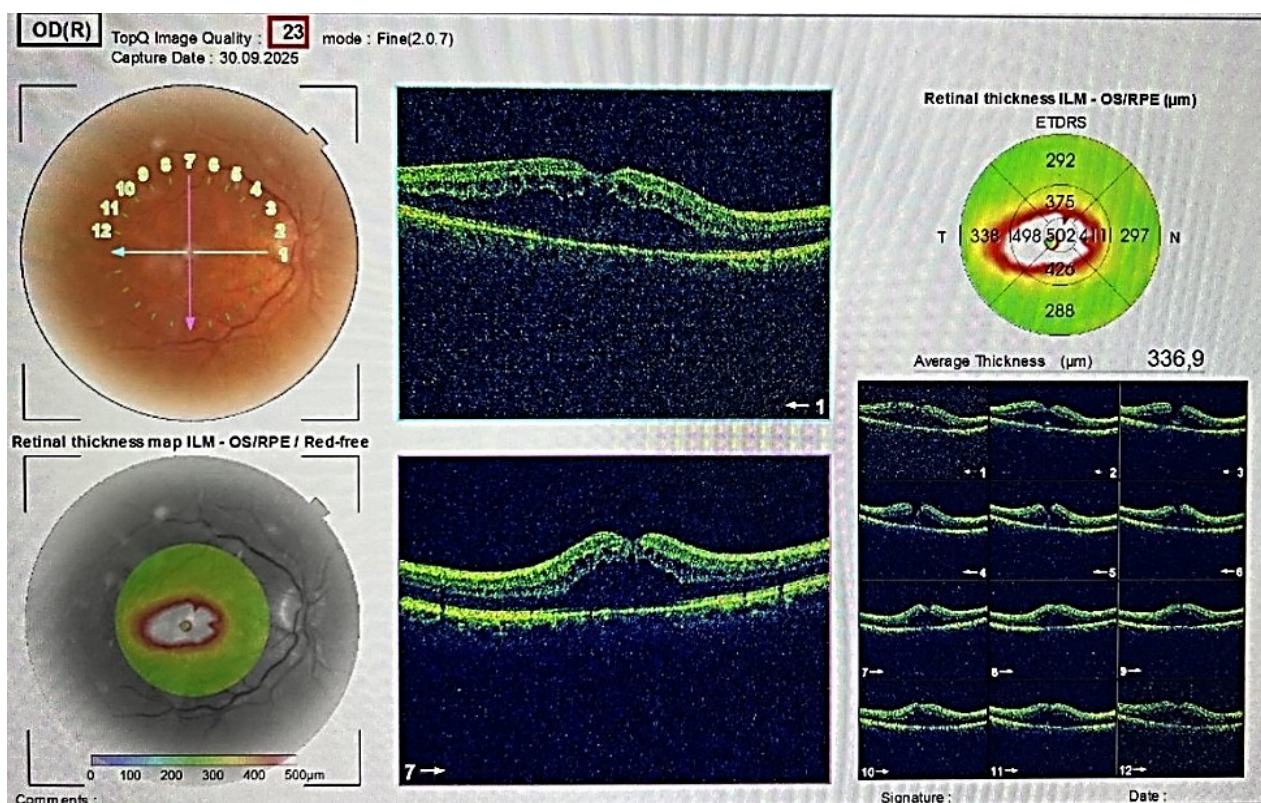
Томограмма сетчатки при макулярном синдроме 1 день (502 мкм)
